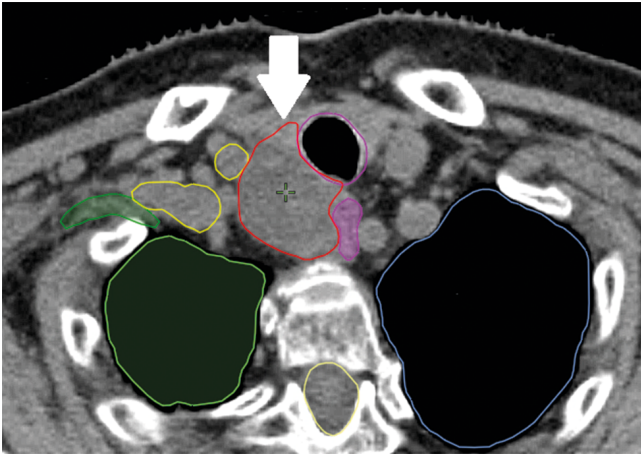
КТ пациента с оконтуренными мишенью и органами риска в аксиальной проекции. Белой стрелкой указана опухоль
